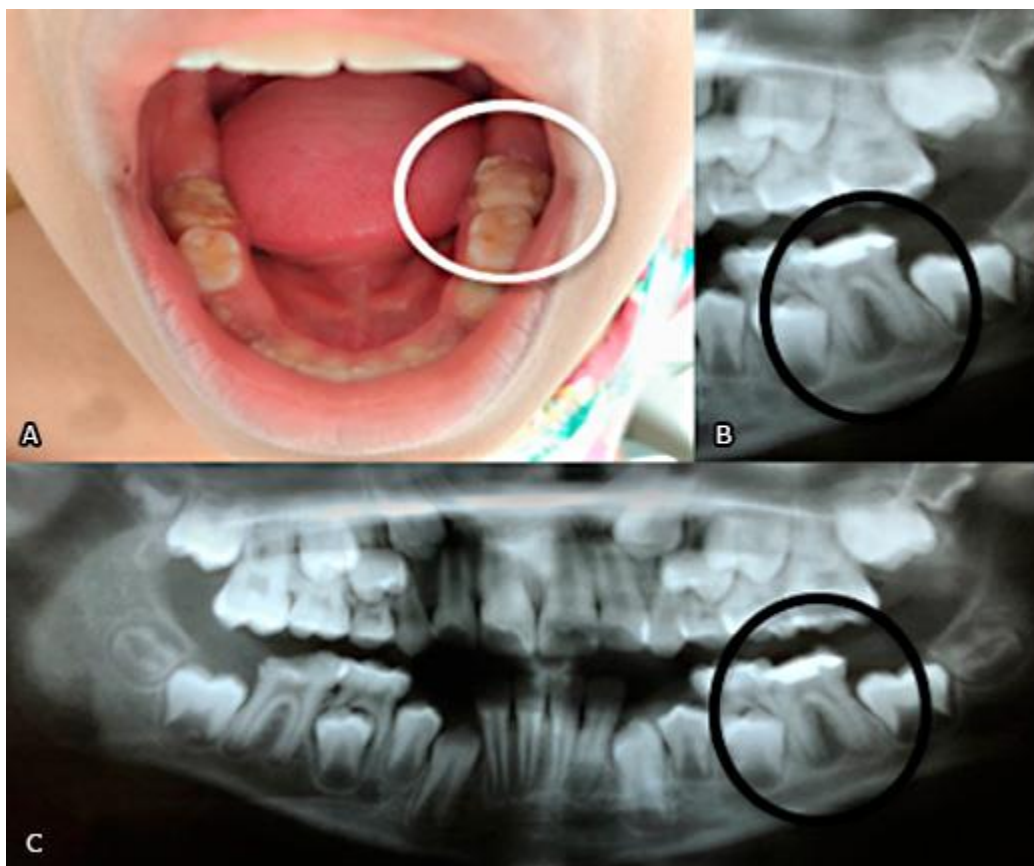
A: Condição intraoral da paciente, evidenciando restauração extensa dos molares inferiores 36 e 46. B e C: Radiografia panorâmica da paciente, indicando lesão associada a unidade 36.
